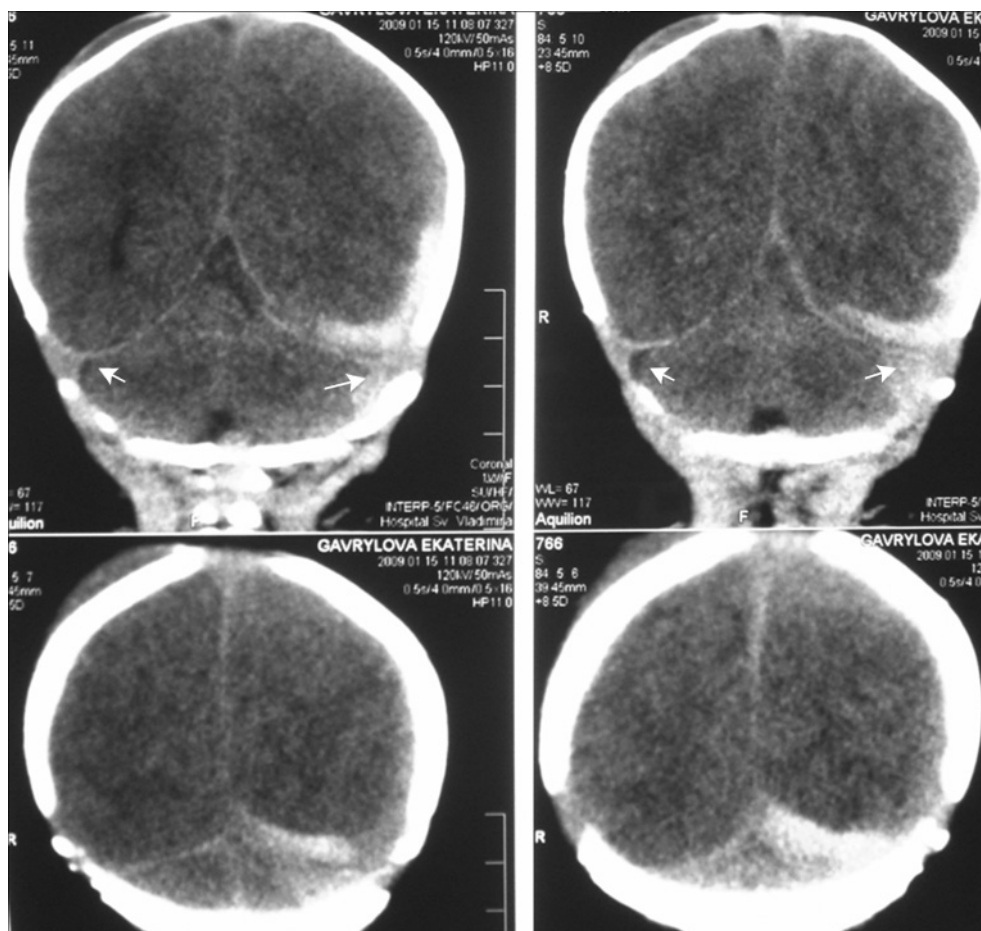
КТ. Острая плоская субдуральная гематома слева. Отек левого полушария мозга со смещением срединных структур. Тромбоз левого латерального синуса.
